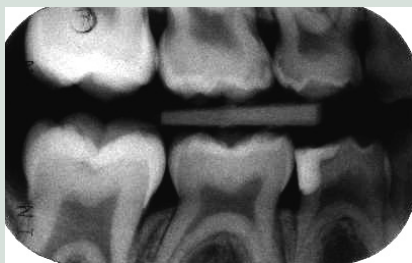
Bitewing-optagelse visende caries: 05²⁺, 04⁴⁺ og 6¹⁻.
